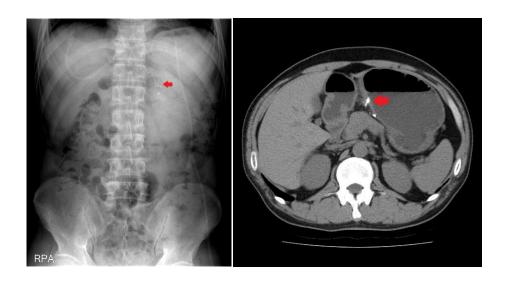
복부 단순 x-선 촬영 및 전산화단층촬영에서 후위정맥을 따라 고음영의 Histoacryl material을 확인할 수 있었다.
